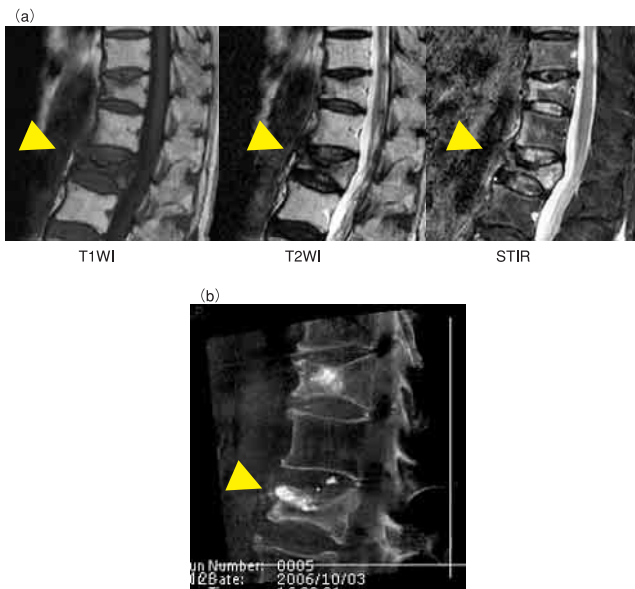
術前MRI (a) とPVPでの骨セメントの分布 (b). 症例82歳, 女性. 術前MRIでは椎体内部にT1WI, T2WIともに強度の低信号域 (gas filled cleft) が認められた. 骨セメントの分布はその信号域とほぼ一致した.
